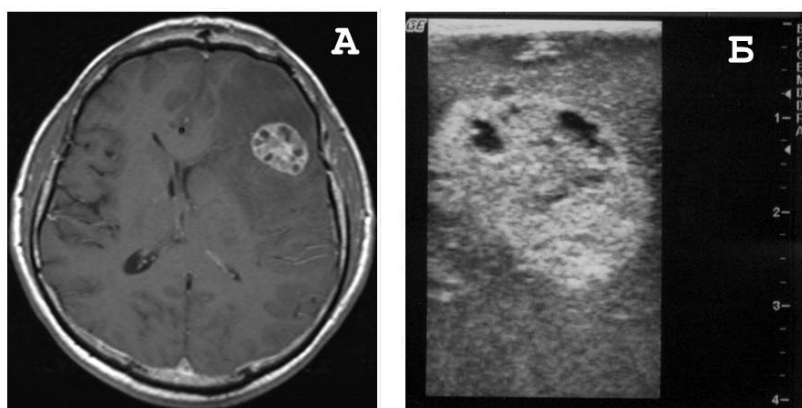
МРТ головного мозга и ИС пациента с метастазом рака почки в левой лобной доле. А - T1-взвешенное изображение МРТ головного мозга с контрастированием в аксиальной проекции – визуализируется округлое объемное образование с мелкими кистами в его структур; вокруг метастаза определяется зона перифокального отека. Б – интраоперационная сонография этого пациента – определяется гиперэхогенное округлое образование с гипозоногенными включениями (кистами). Форма, размеры и структура опухоли на МРТ и ИС полностью соответствуют.
